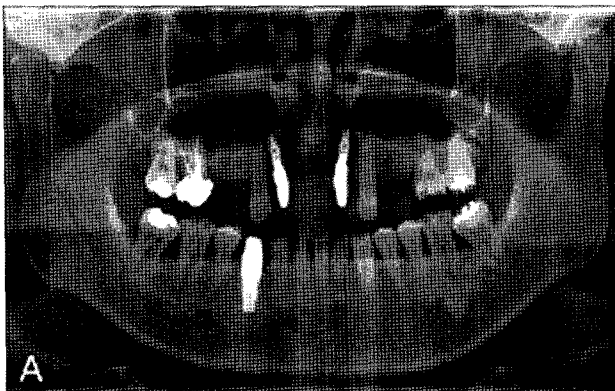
Preoperative radiograph A and postoperative radiograph B.
